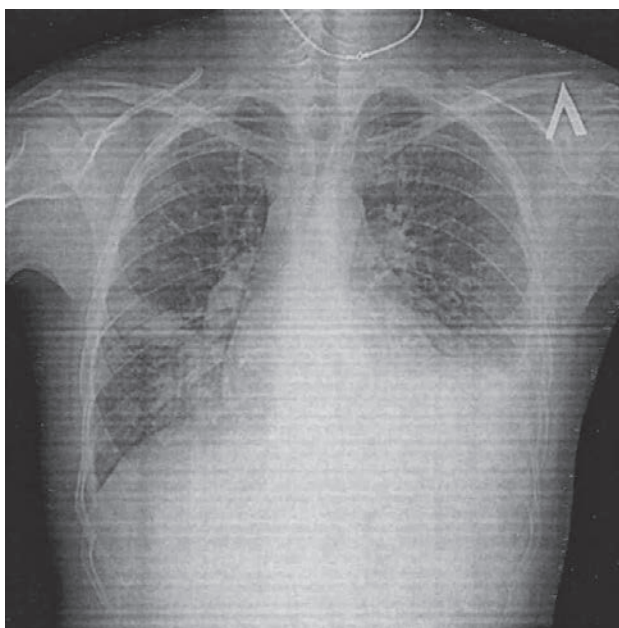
Переднезадняя обзорная рентгенограмма органов грудной клетки
